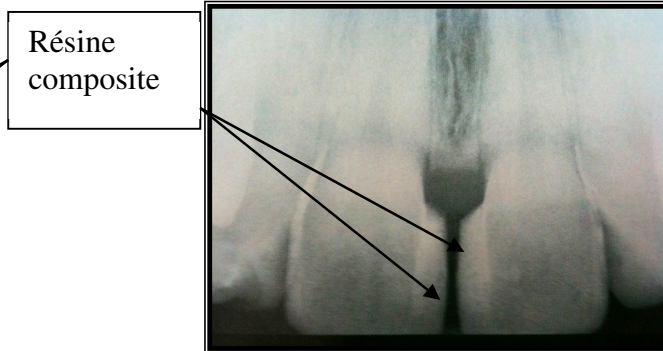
Radiographie post-opératoire
